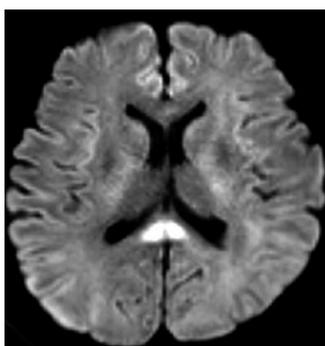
頭部MRI. 脳梁膨大部に拡散強調画像高信号域を認める。
